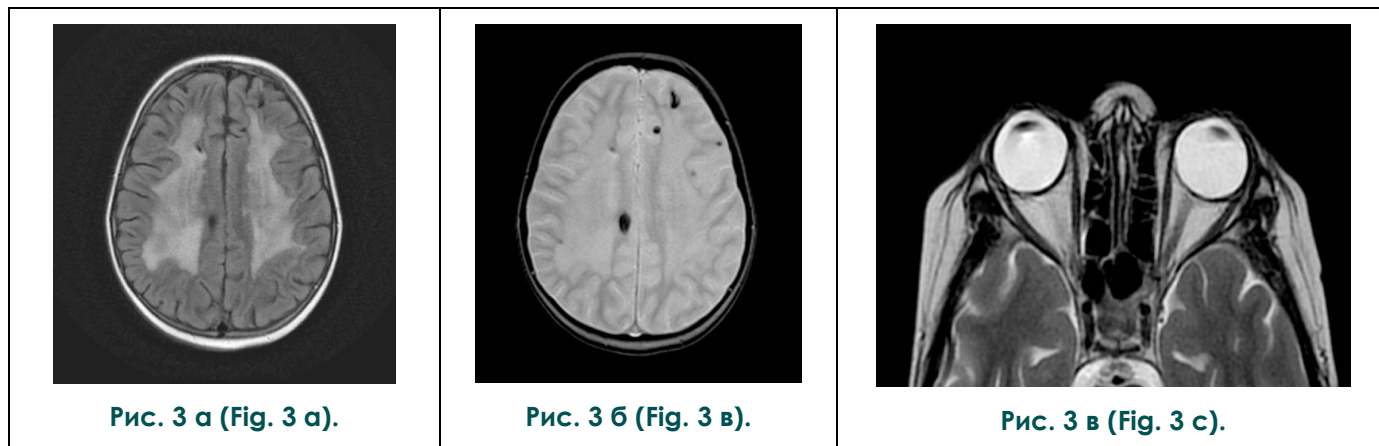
а, б – МРТ головного мозга, аксиальные T2-FLAIR и T2-ВИ.
